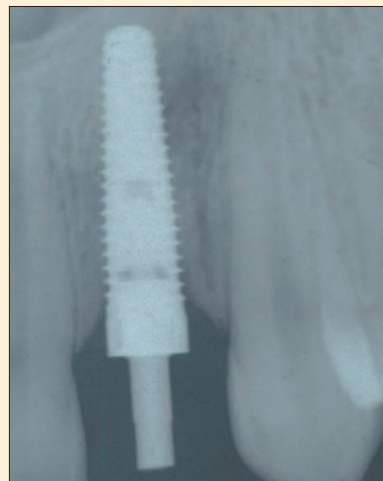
/ Radiographie de contrôle à 4 mois postopératoires.
